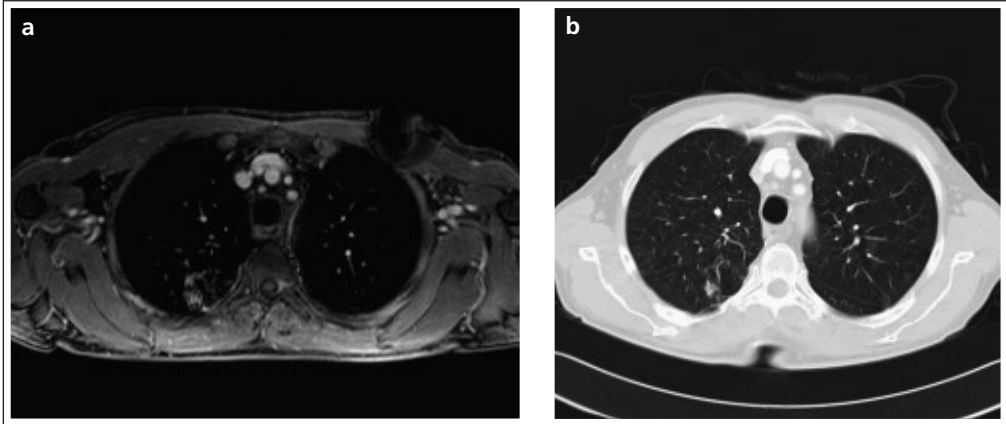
a, b Durch VIBE-MRT detektierte Lungenmetastase (a) und korrelierendes CT (b).
